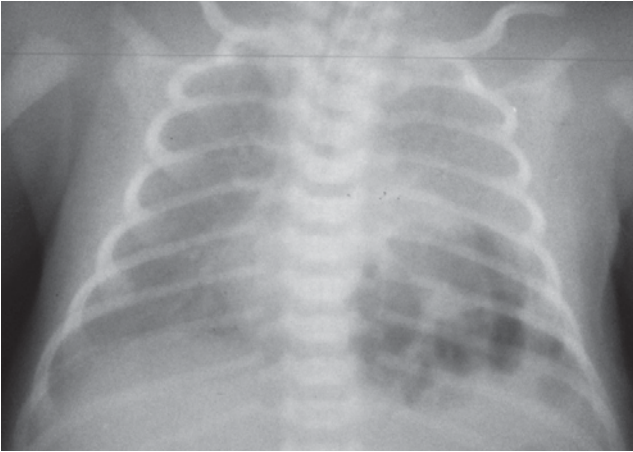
Оглядова рентгенограма органів грудної клітки дитини Ч. у віці 5 днів
